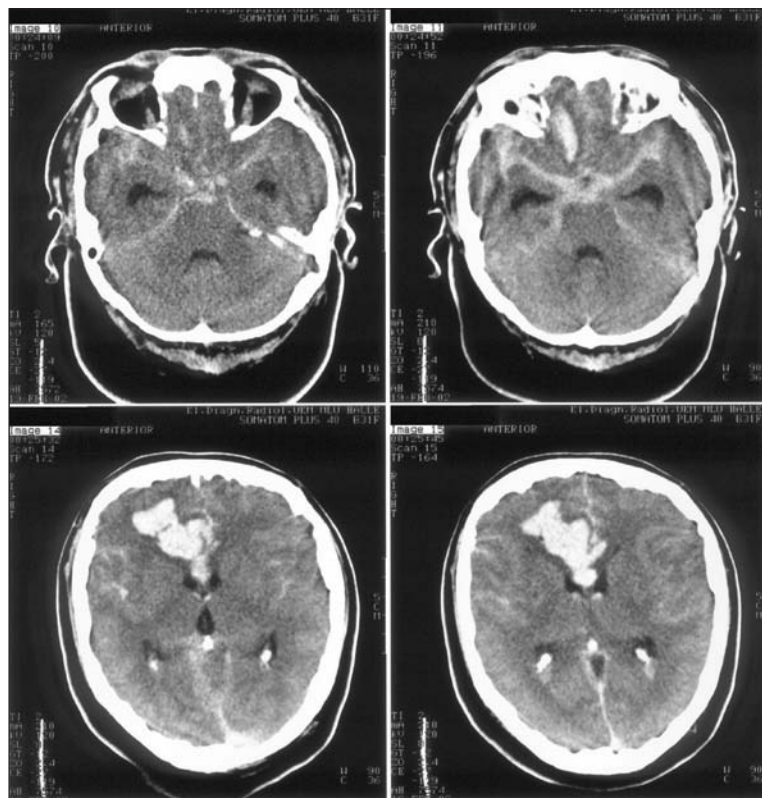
Nach Ruptur eines Aneurysmas der rechten Arteria pericallosa lassen sich im Schädel-CT sowohl eine intrazerebrale Blutung in der direkten Umgebung des Aneurysmas als auch subarachnoidale Blutanteile im Bereich der basalen Hirnarterien nachweisen.
